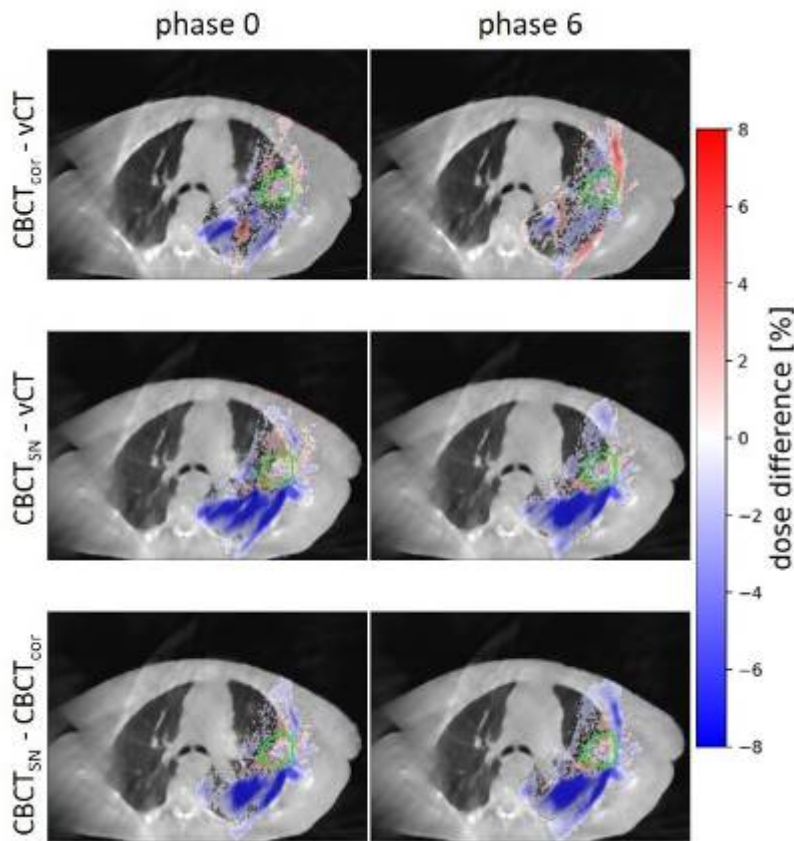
Unterschiede zwischen vCT, CBCT_{cor} und CBCT_{SN} für vorwärtsberechnete Protonendosisverteilungen in Prozent der verschriebenen Dosis von 60 Gy für die beiden extremen Atemphasen von Patient 3. Um die Lesbarkeit der Grafik zu verbessern, sind Dosisunterschiede von weniger als 0,4 % maskiert.
